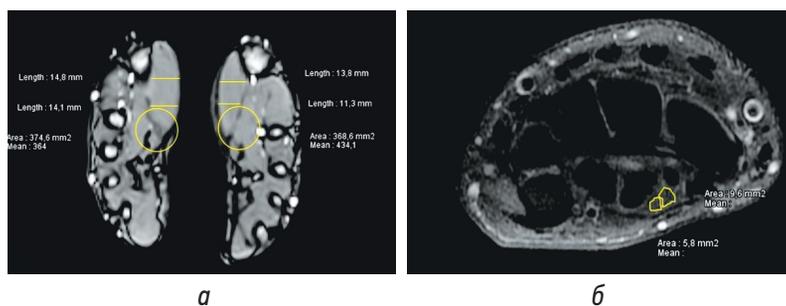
Пациент Б; а — магнитно-резонансная томография (МРТ) кистей; б — МРТ левой кисти: желтым цветом выделены две порции срединного нерва
